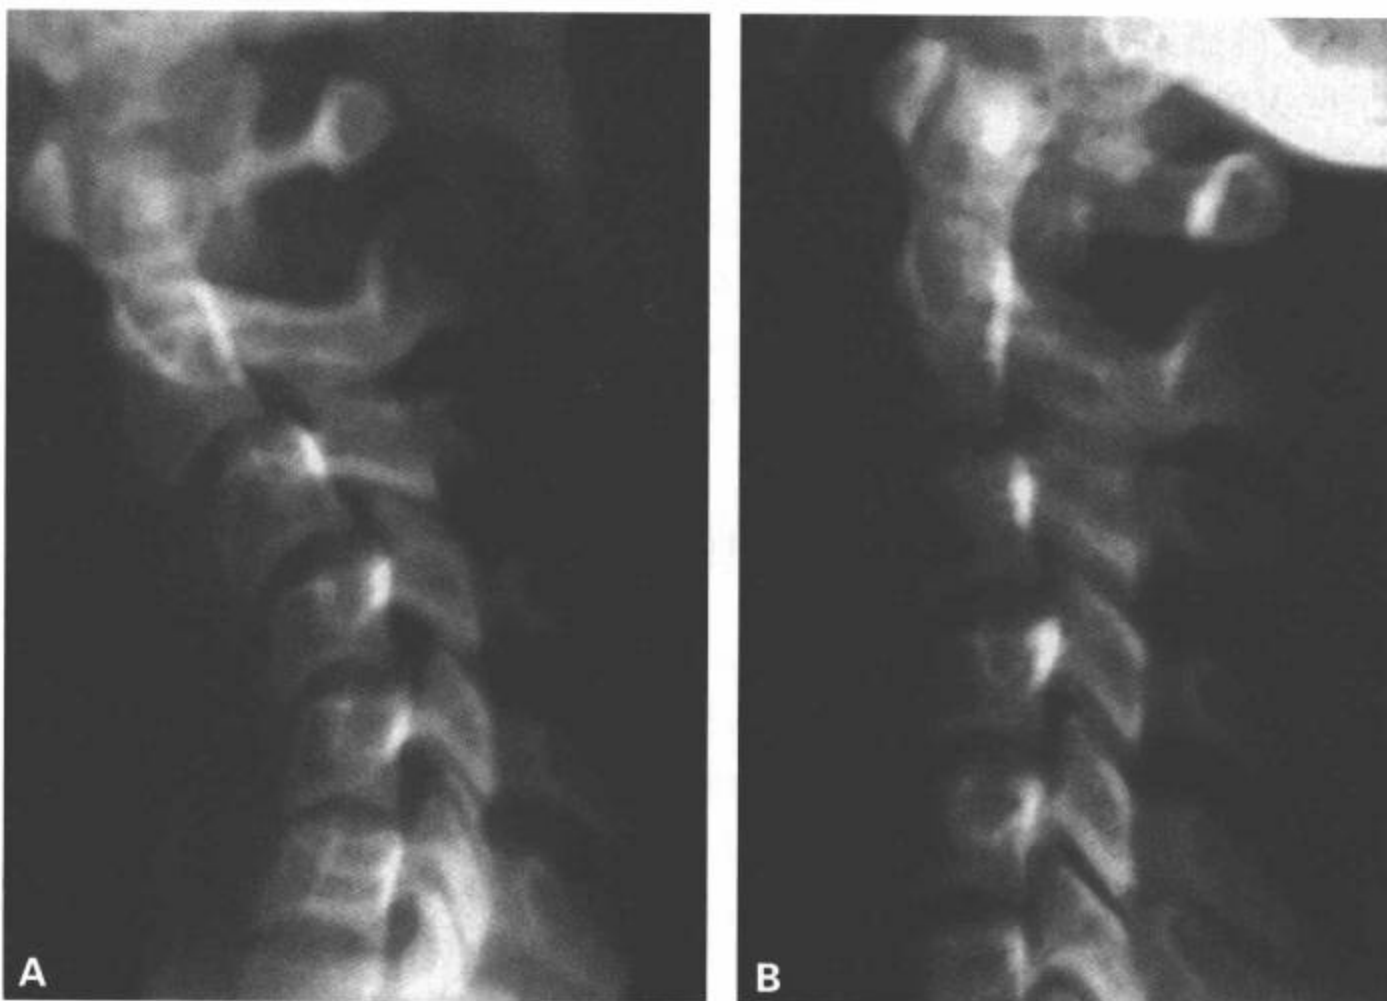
过屈型扭伤。A: 屈曲侧位片显示C3-C4棘突展开,异常成角,C3相对于C4向前滑脱。B: 伸展侧位片显示C3-C4和C4-C5棘突与邻近层面的棘突相比呈展开状,与屈曲平片比较,C3-C4有持续的向前滑脱和成角,但程度较小,提示这个层面的滑脱可能与韧带损伤和不稳定有关。C2-C3有固定的向前滑脱。
